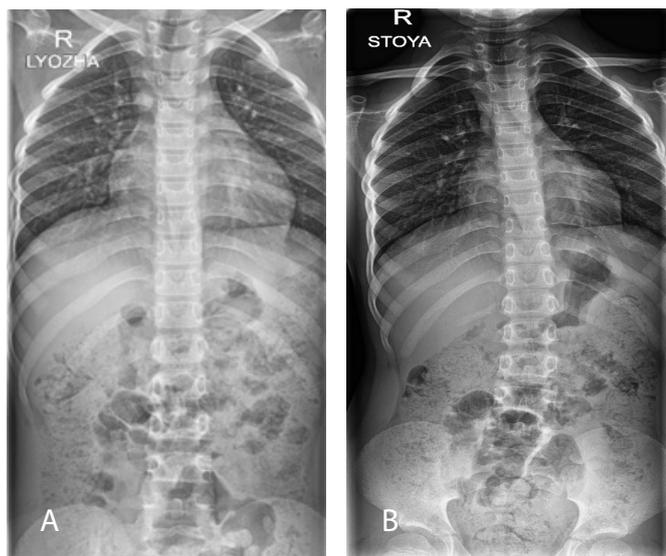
Ребенок Б., 7 лет. На рентгенограмме грудного и поясничного отдела позвоночника в прямой проекции стоя (А) во фронтальной плоскости определяется искривление грудного и поясничного отдела позвоночника влево с вершиной Th12 с углом искривления до 10°, без видимой торсии, гребень правой подвздошной кости на 4 мм выше. Лёжа (В) во фронтальной плоскости определяется искривление грудного отдела позвоночника вправо с вершиной Th5 с углом искривления до 3°
